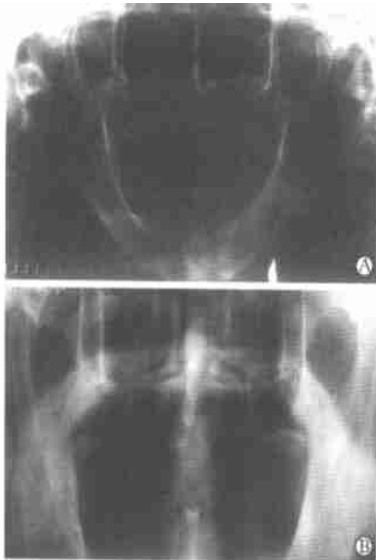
陈旧性颞下颌关节脱位复位前(A)、后(B)X线影像
